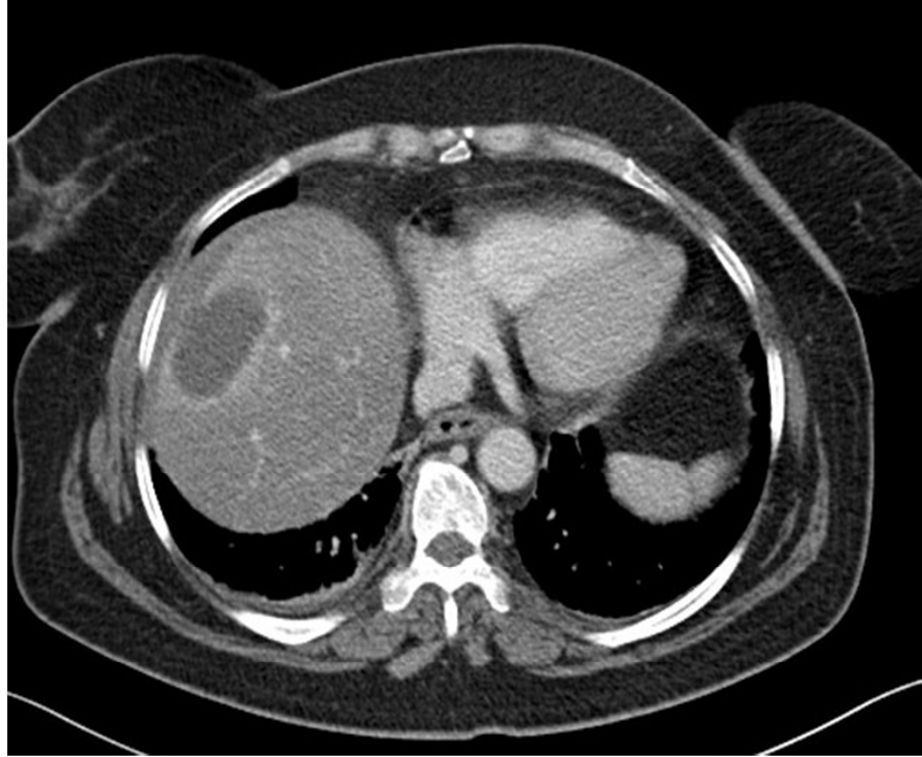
İntraperitoneal perisplenik apse BT imajı
